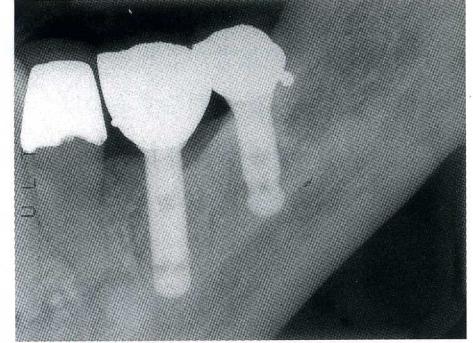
図4と同じ患者のデンタルX線写真であるが、これは悪い例である。このように角度が変わると、骨の評価は難しい。
